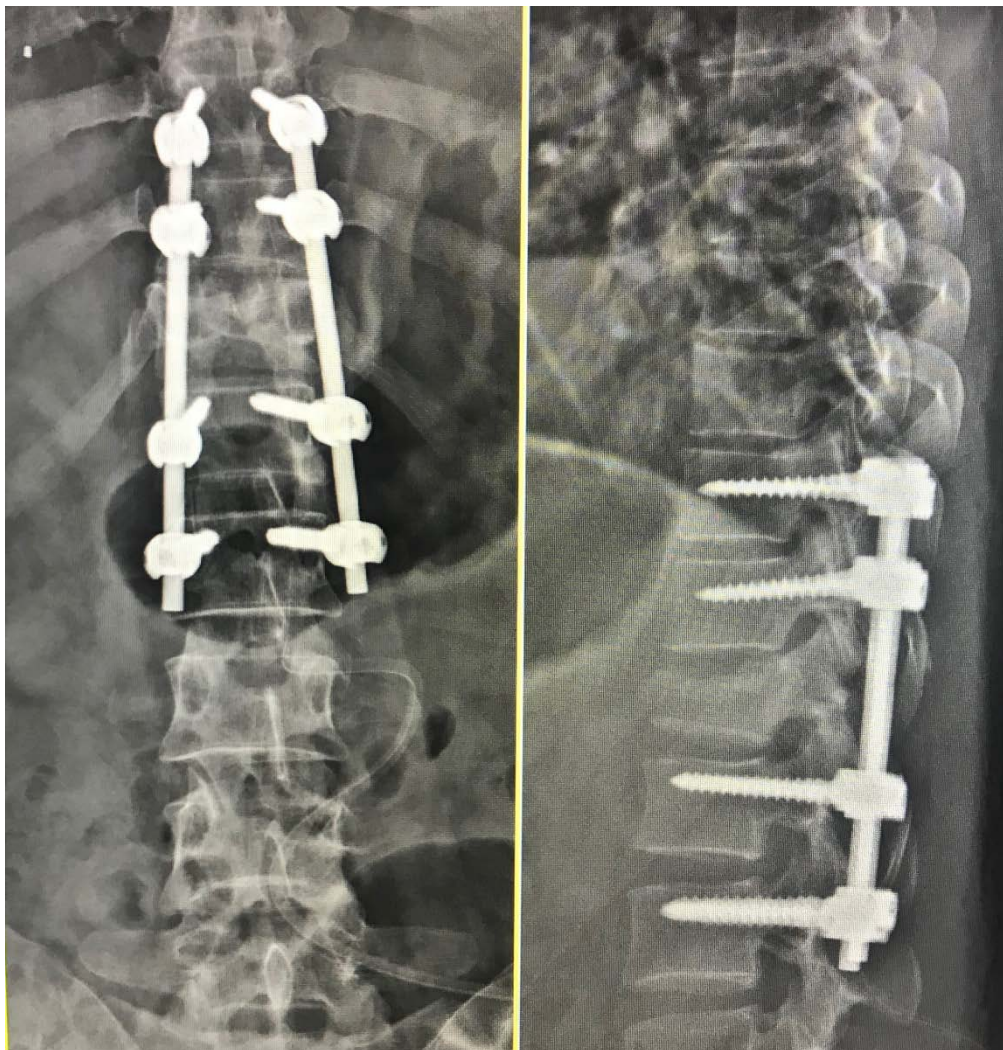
Radiographie post-opératoire face et profil du rachis dorso-lombaire, montrant l'ostéosynthèse montage long de D12 (04 vis pédiculaires en D10 et D11 ; 04 vis pédiculaires en L1 et L2 ; 2 tiges)
